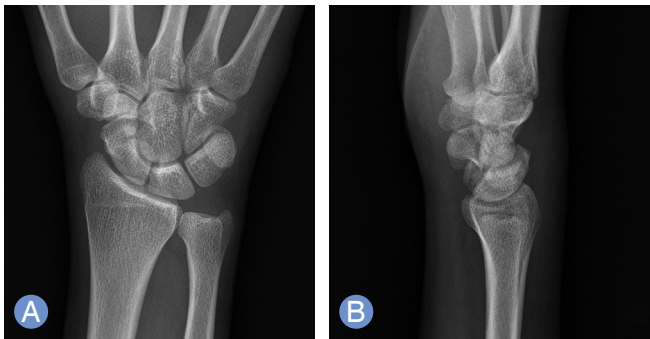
(A) Initial posteroanterior view of simple radiographs revealed waist fracture of the scaphoid. (B) Suspicious fracture line was observed at volar aspect of the lunate on lateral view.
